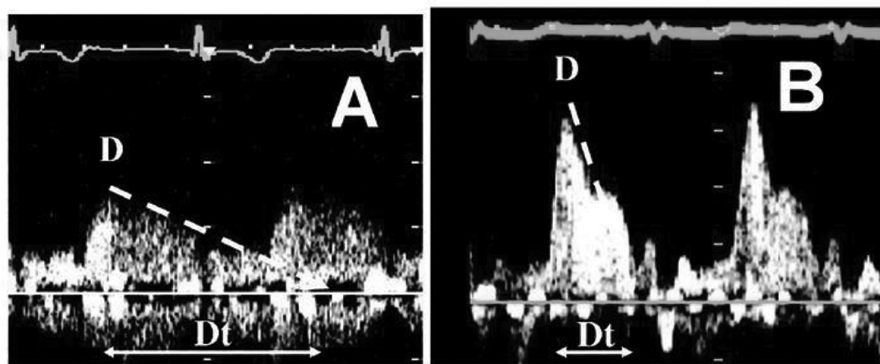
Evaluarea ecocardiografică prin Doppler pulsatil
